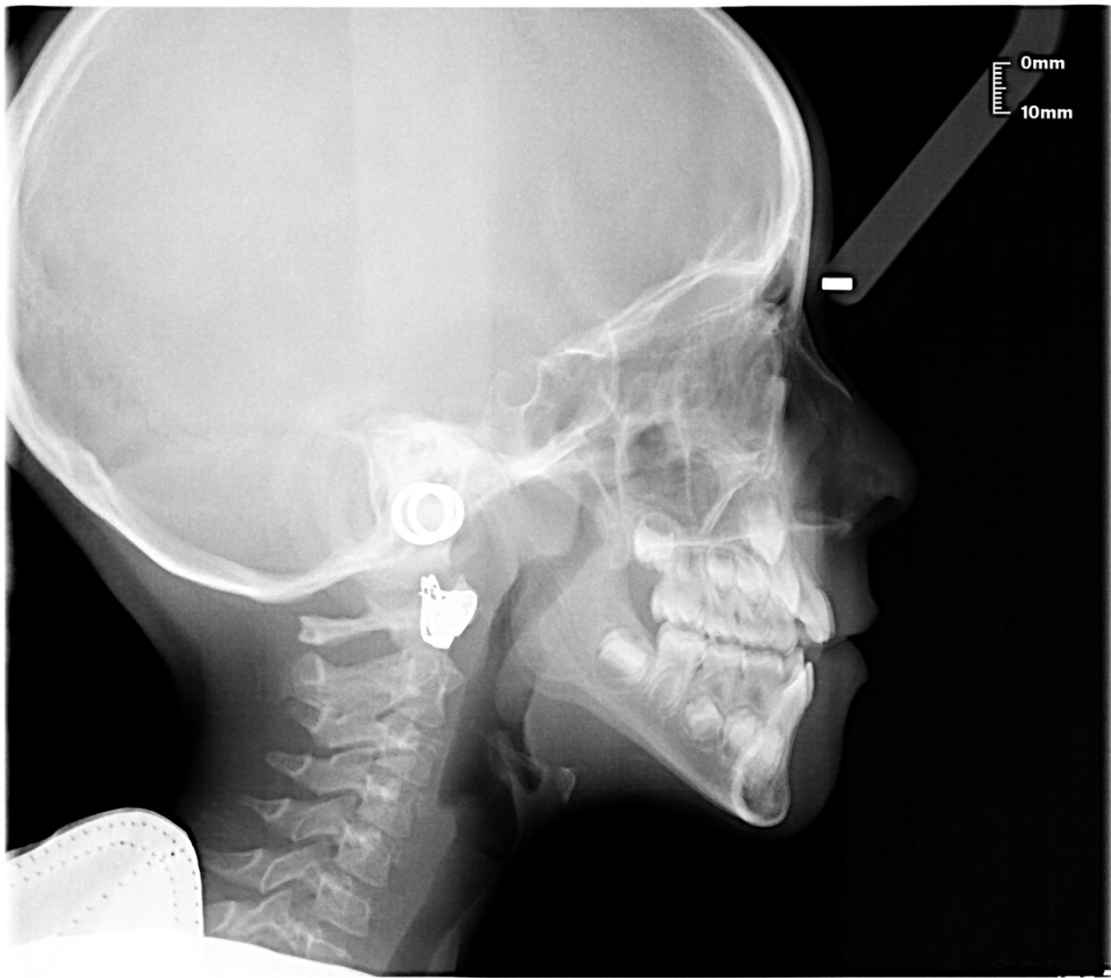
Telerradiografía lateral de cráneo.
